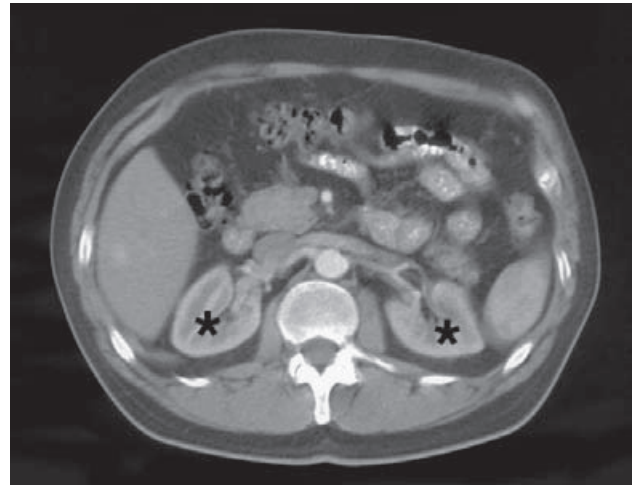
Tomografía computarizada del abdomen en la que se visualizan los riñones (*).
